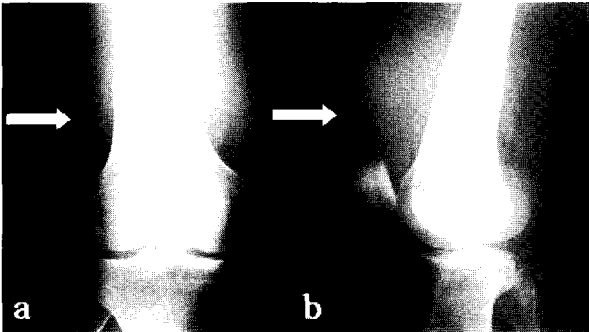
Anteroposterior(a) and lateral(b) X-ray of the right knee show round soft tissue masses of increased density(white arrows) in the suprapatella recess. bony defects or soft tissue calcifications are not visible. bony mineralization is normal.
